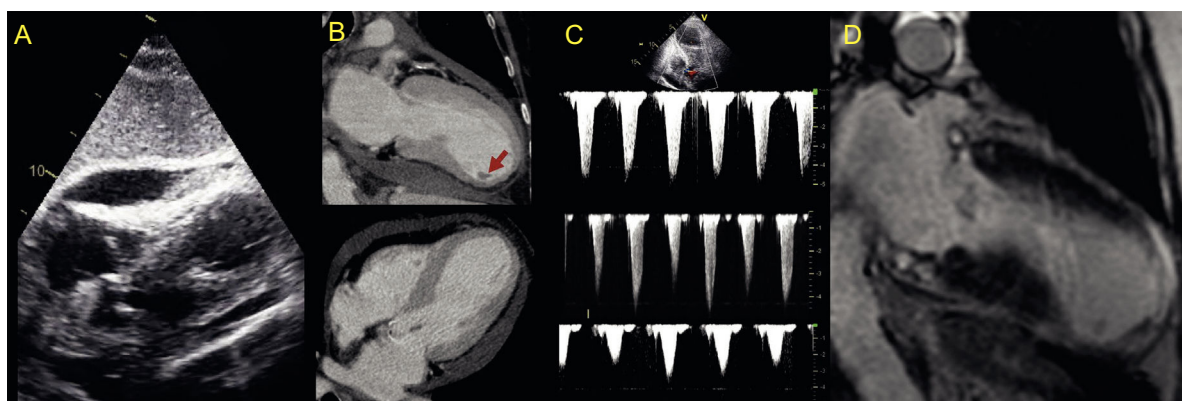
A: ecocardiografía transtorácica derrame pericárdico. B: tomografía computarizada cardiaca; la flecha señala el trombo adherido al segmento inferoapical. C: señal de Doppler continuo en el tracto de salida del ventrículo izquierdo. D: resonancia magnética cardiaca.
